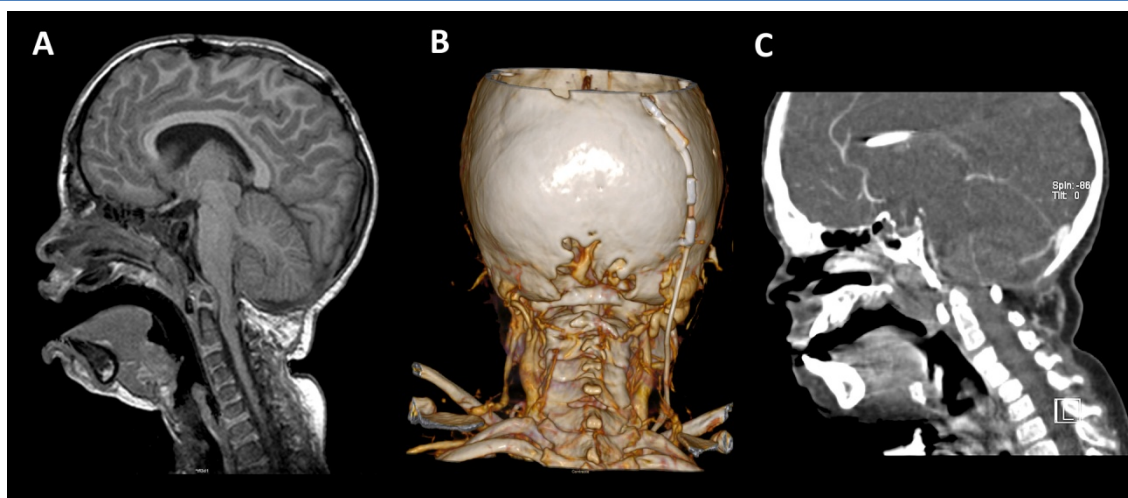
A 6-year-old girl with a treated syndromic craniosynostosis who underwent posterior fossa decompression without opening the duramater when she was 6 months old. The image on the right (A) shows a follow-up MRI when she was referred to our institution at the age of 4. At the age of 6, a follow-up CT scan showed a partial reossification of the occipital bone (B and C).
